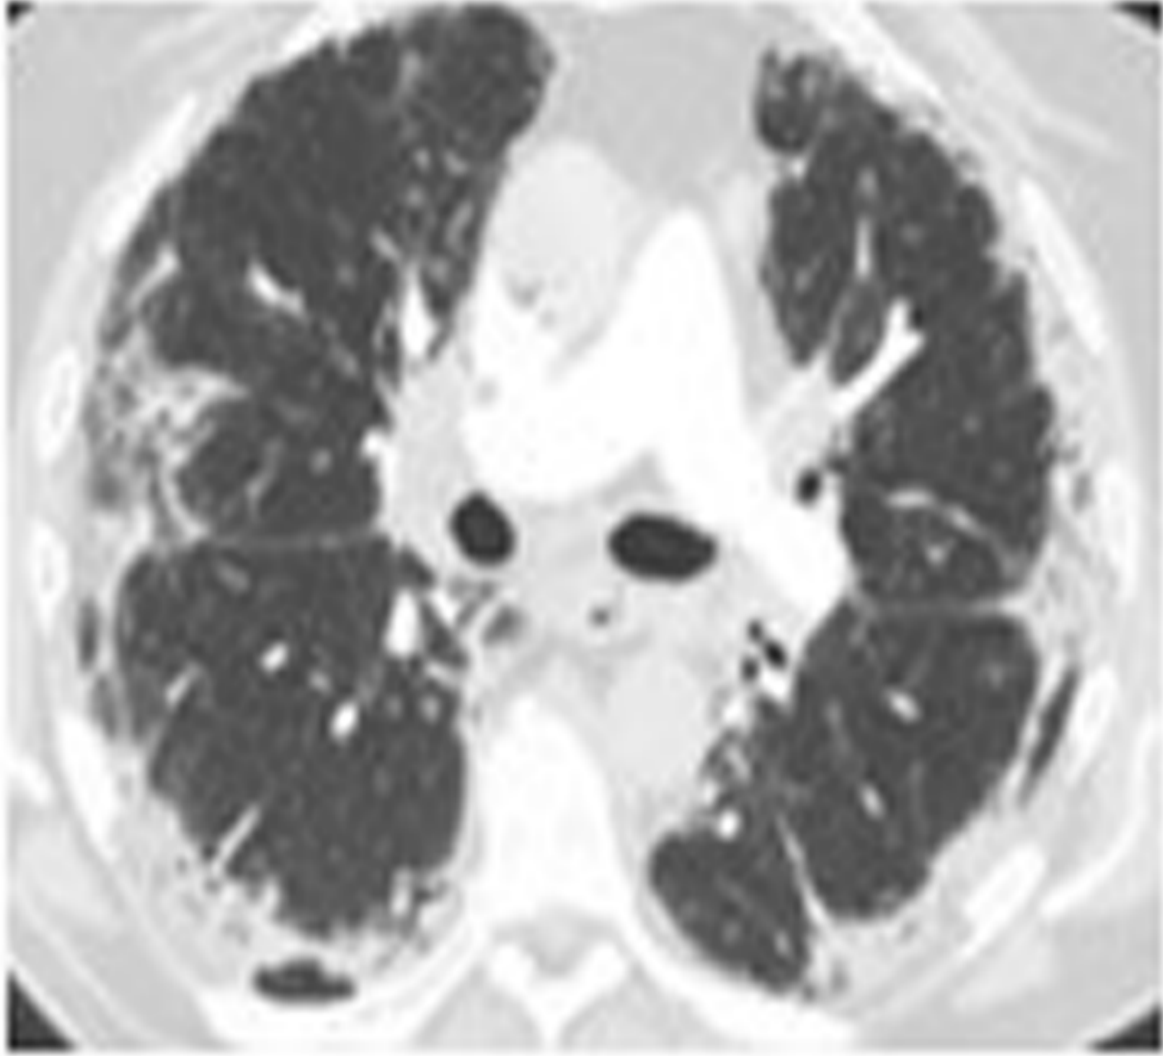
Tomografía computarizada de tórax en cortes axial (A) y coronal (B).
